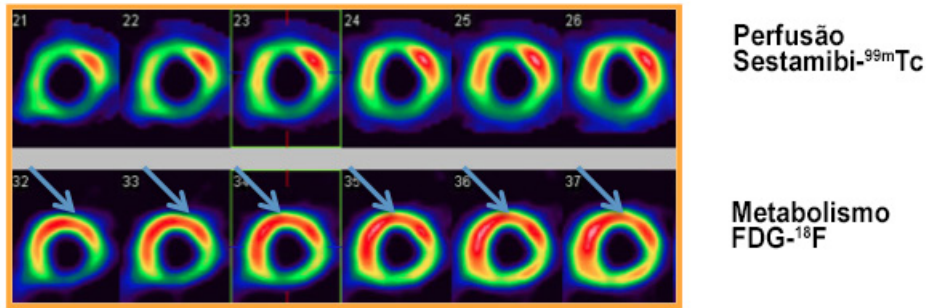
Cintilografia de perfusão do miocárdio com Sestamibi-^{99m}Tc na linha superior e PET FDG-¹⁸F para pesquisa de viabilidade miocárdica na linha inferior, revelando melhora da perfusão/metabolismo nos segmentos anterior (apical, médio e basal), septo-apical, ântero-spetal (médio e basal) e infero-septal (médio e basal), padrão “mismatch”.
